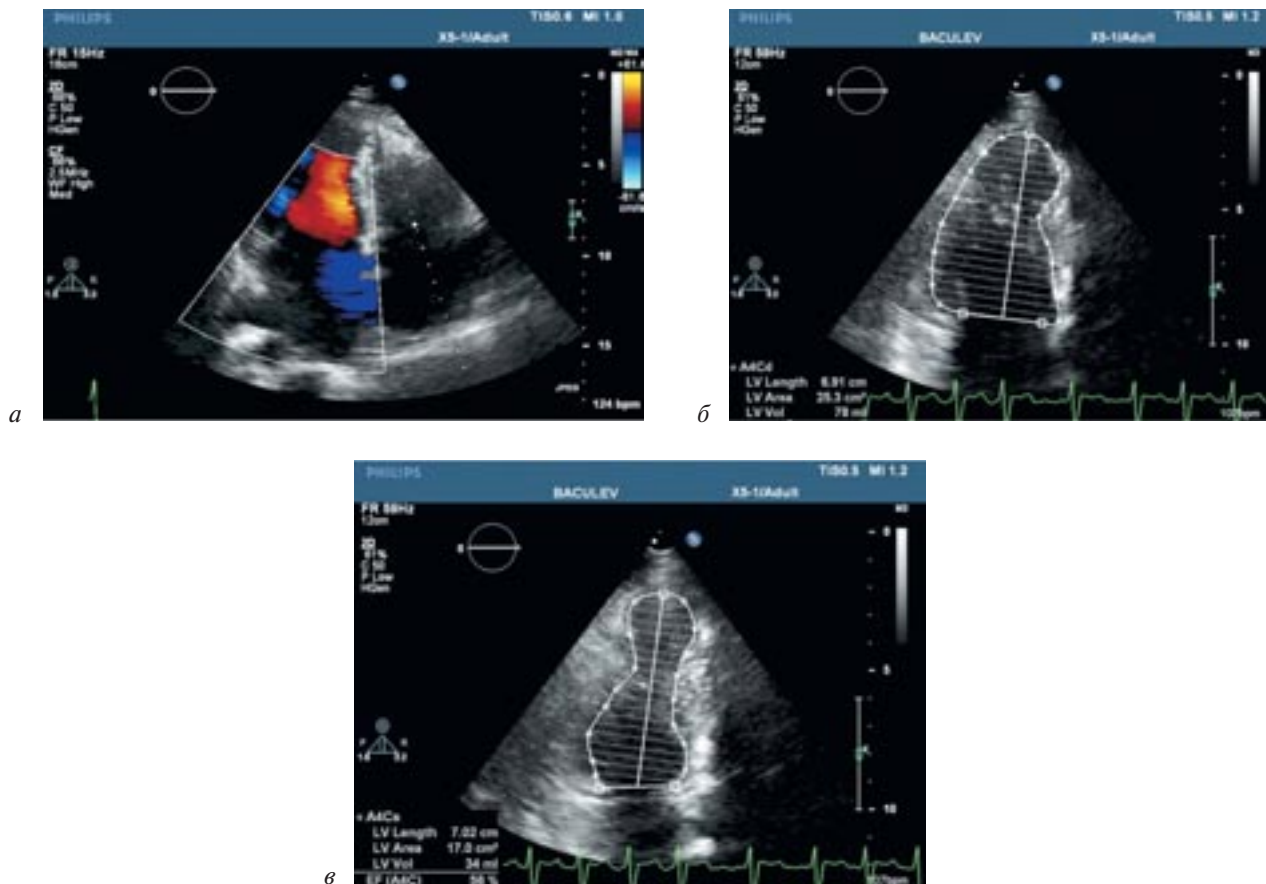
Эхокардиография:
